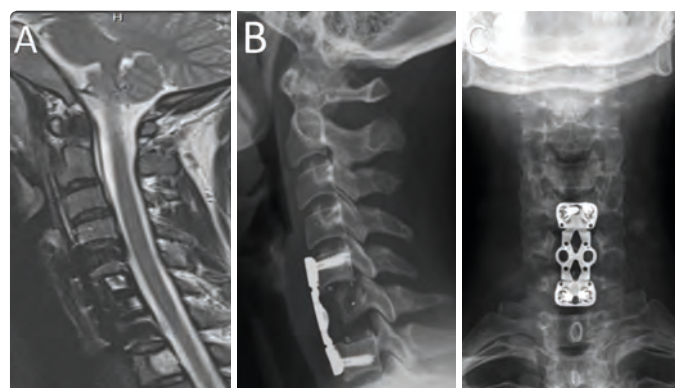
POSTOPERATIVE IMAGEING AFTER CVI CORPECTOMY, CV-CVII ANTERIOR STABILISATION AND EXPANDABLE CAGE IMPLATATION. MRI (A), X-RAY (B,C)
